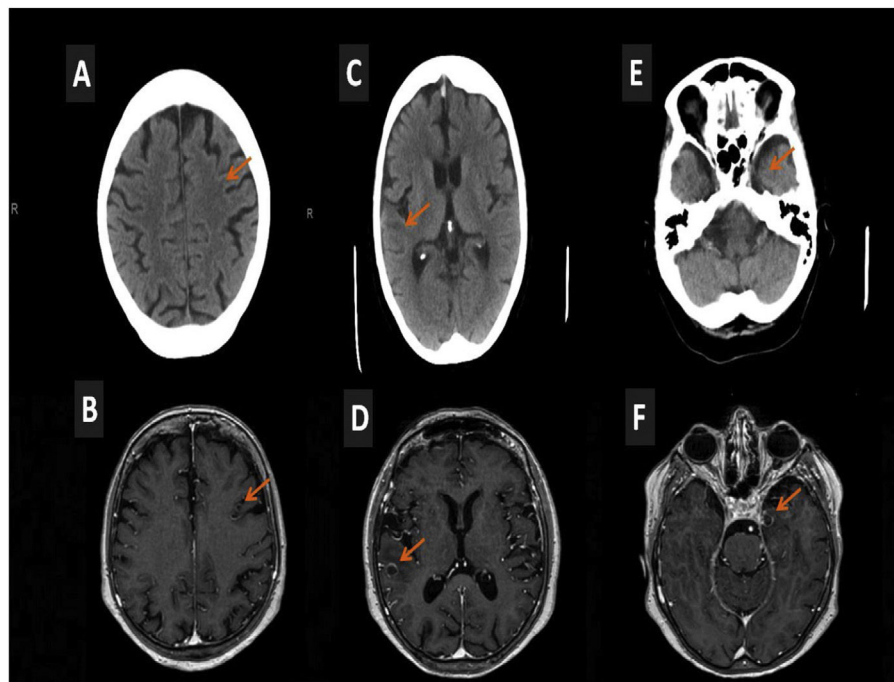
Evolución de los abscesos cerebrales inicialmente objetivados mediante RMN craneal a nivel de la circunvolución frontal media izquierda (B), la circunvolución temporal superior del lado derecho (D), la amígdala del hipocampo izquierdo (F) y su evolución radiológica en la TAC craneal con contraste a los 104 días, tras completar el tratamiento pautado (A, C y E, respectivamente).
